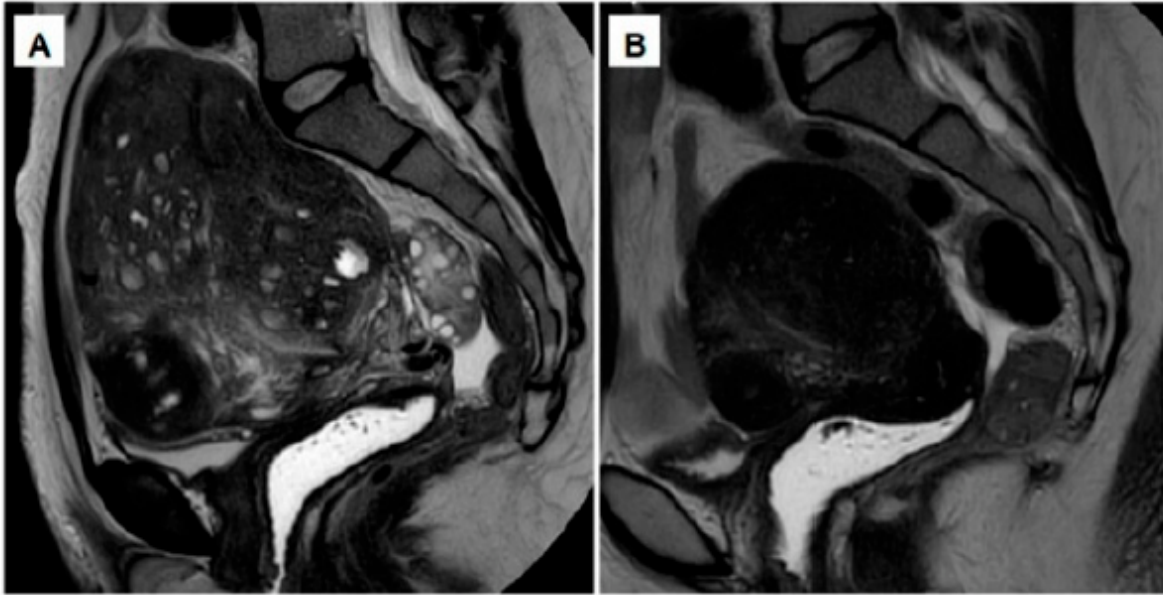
(A) MRI showing an enlarged uterus, consistent with severe full-thickness adenomyosis. (B) After a 12-week course of GnRH antagonist (200 mg linzagolix daily), a reduction can be observed in both uterine size and adenomyotic foci.
